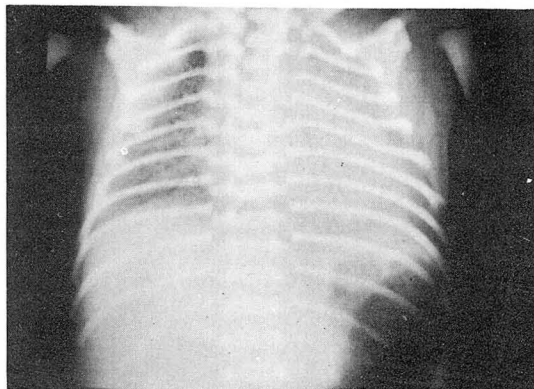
R.D.S type I(He was taken chest roentgenogram at 15 hours after birth & above findings are aggravated on follow-up check, & dead 3 hours later)
